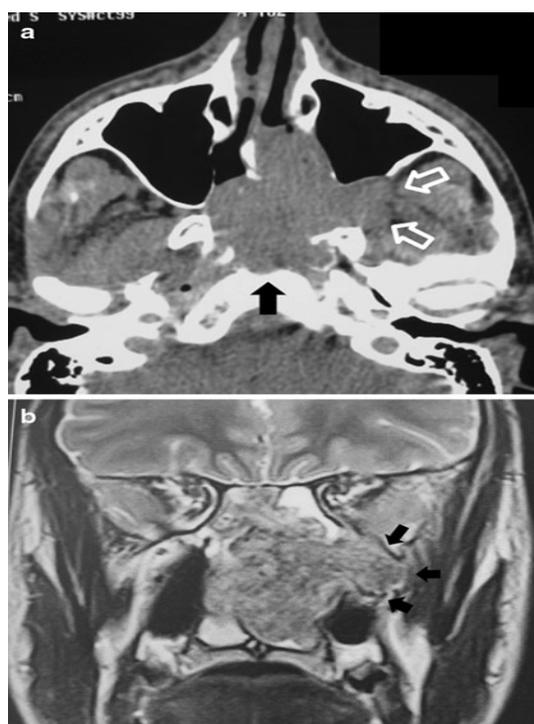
a Axial CT scan of a 21-year-old patient with JNA stage IIIa. The lesion occupies the nasopharynx and penetrates the left pterygopalatine fossa (open arrows) through an enlarged sphenopalatine foramen. Black arrow demarcated the erosion of the clivus. b Coronal T2-weighted MRI scan of the same patient. The enhancing lesion invades into the left infratemporal fossa (arrows)
